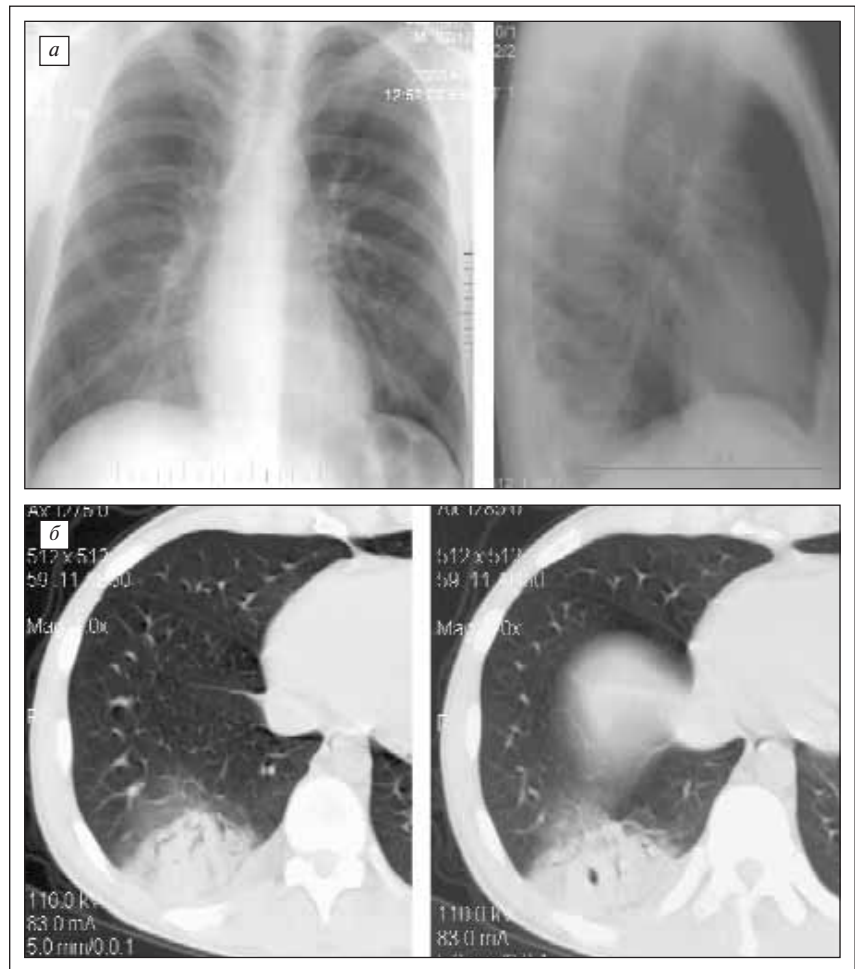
Больной Б., 24 лет. Лимфома Беркитта. Сенси, вызванный *Staphylococcus aureus*. а — обзорные рентгенограммы. Участок инфильтративного уплотнения в S10 нижней доли правого легкого; б — компьютерные томограммы. Деструктивная пневмония X сегмента нижней доли правого легкого
